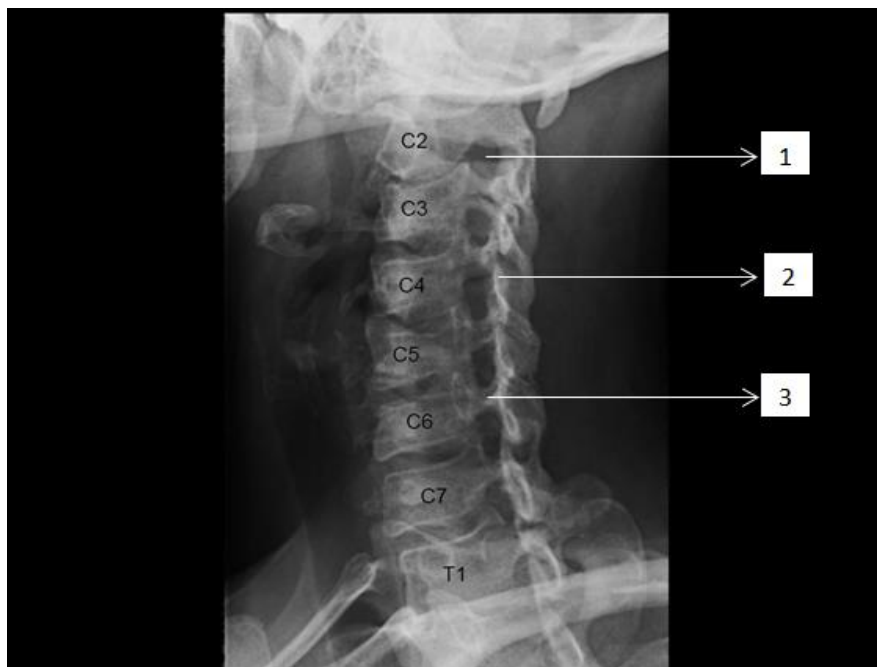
Radioanatomi pada radiografi vertebra cervical posisi AP (A) dan lateral (B).
